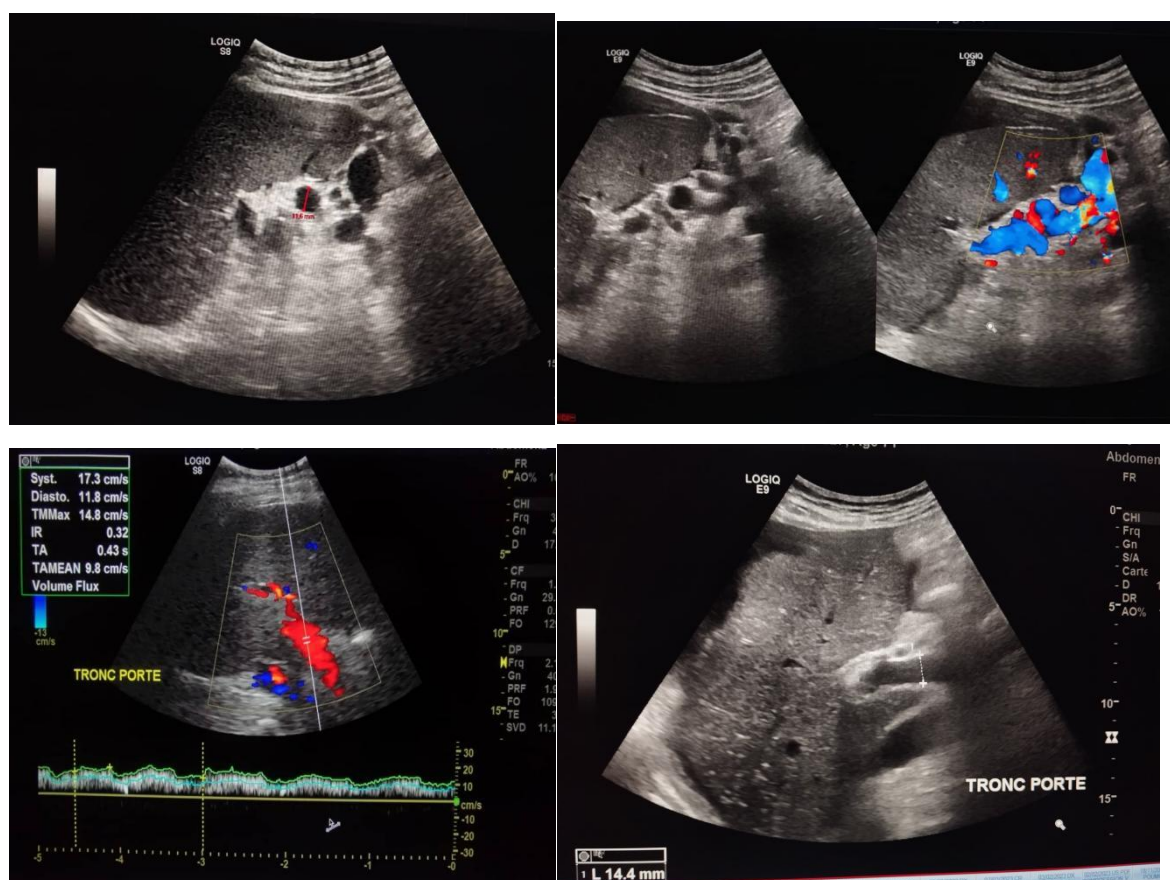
Exploration échographique des signes d'HTP (Investigateur Principal)
